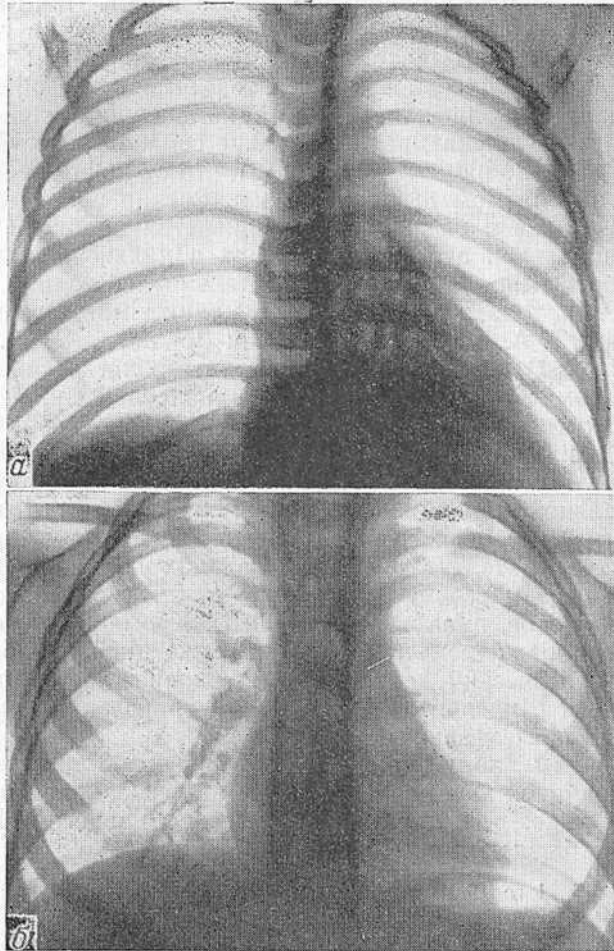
Рентгенограмма грудной клетки в передней проекции ребенка в возрасте 1 года 9 месяцев (а) и через 1 год 3 месяца (б).
